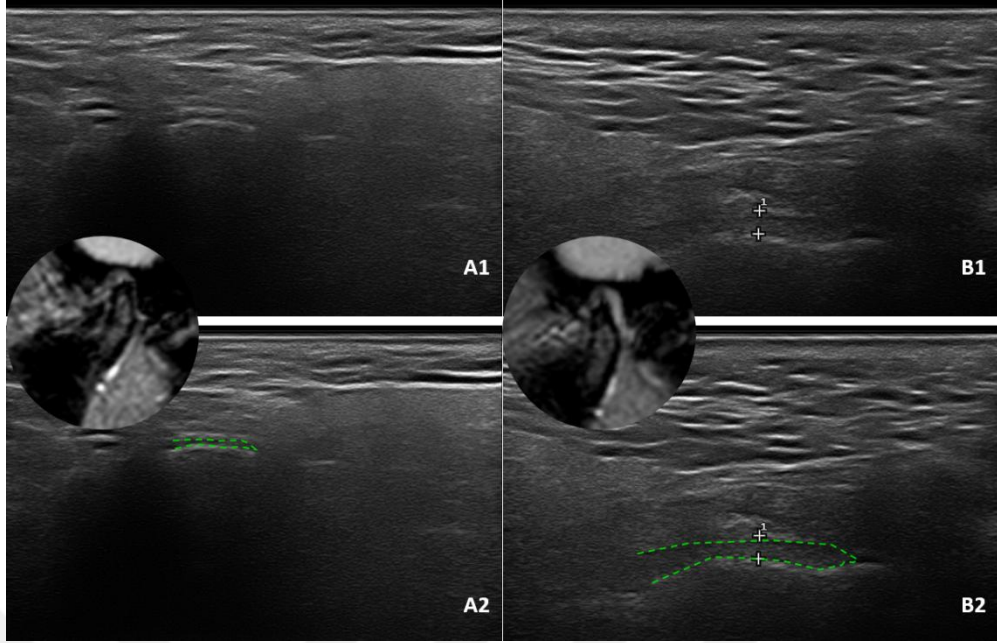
A<sub>1, 2</sub>, B<sub>1, 2</sub>: Ultrasonografik görüntülerde redüksiyonlu disk dislokasyonu gösterilmesi
